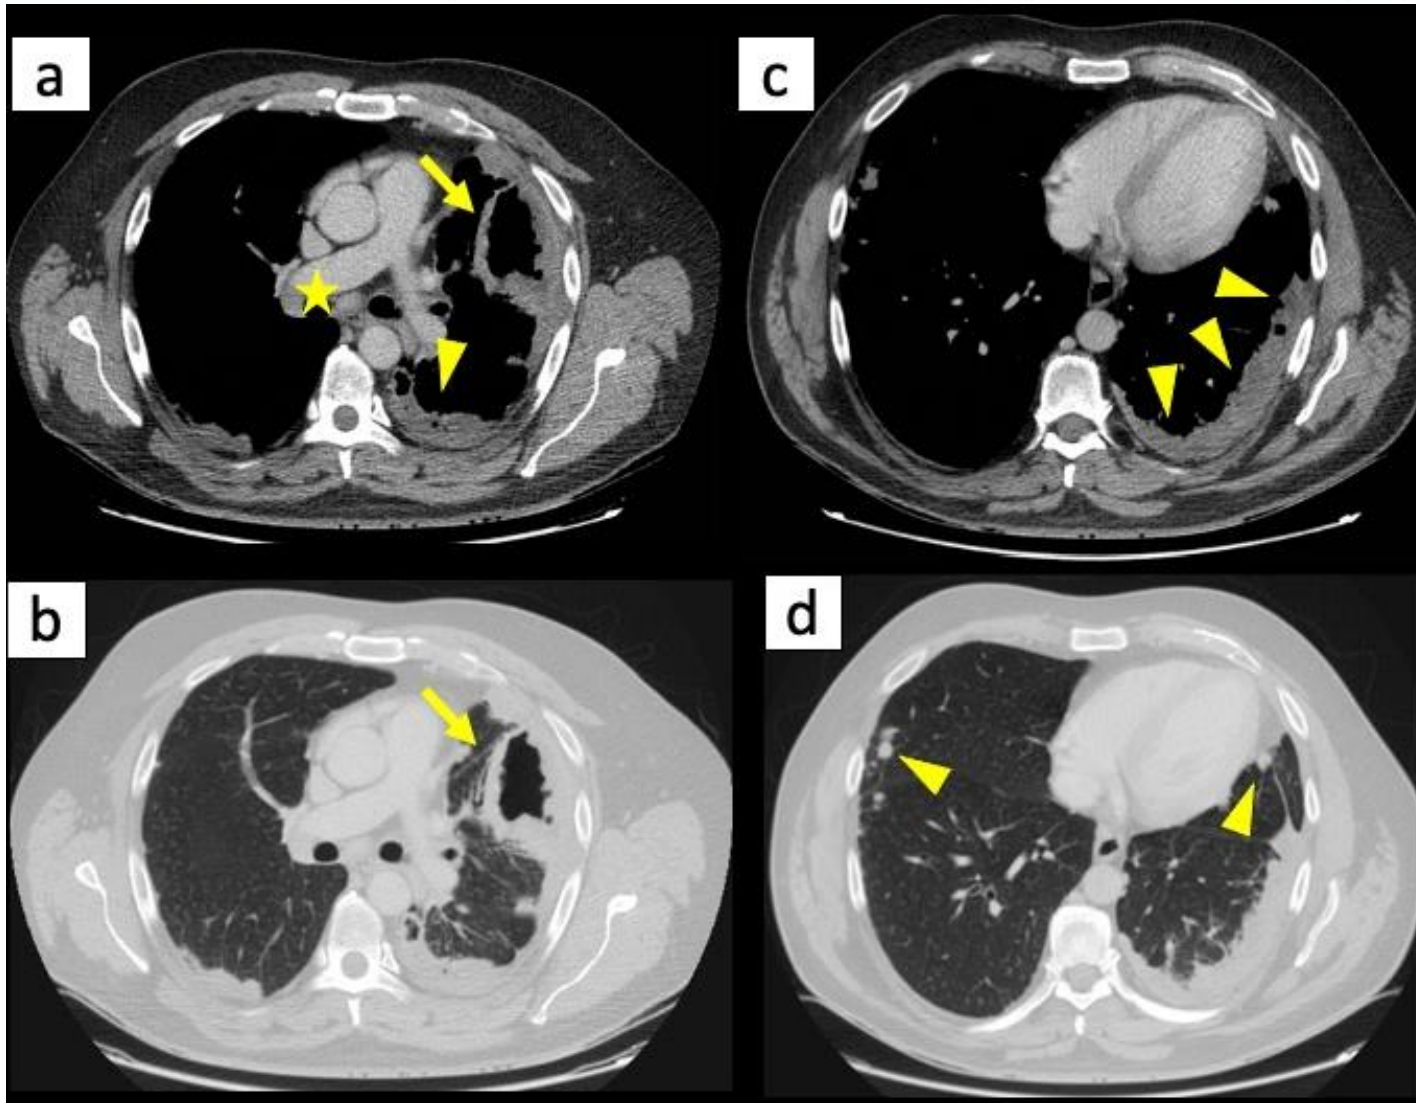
TC con CIV que muestra una masa cavitada con una pared gruesa, nodular e irregular, ubicada en el segmento anterior del lóbulo superior izquierdo, con amplio contacto con la pleura (flechas en a-b). Se observa un extenso engrosamiento pleural bilateral asociado (a, c, puntas de flecha), así como múltiples nódulos pulmonares, predominantemente subpleurales (puntas de flecha en d), y adenopatías hiliomediastínicas bilaterales (flecha de cinco puntas en a). Se realizó una biopsia de la masa, cuyos resultados histopatológicos fueron de aspergilosis invasiva subaguda.
